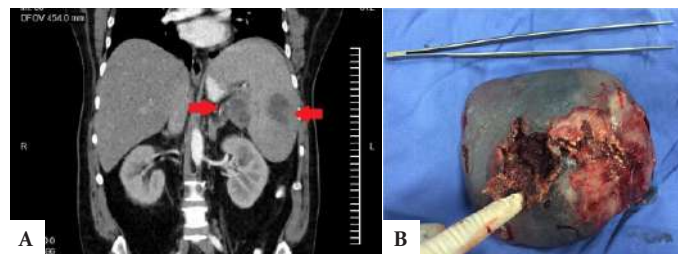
A) Tomografía de abdomen que muestra esplenomegalia e imagen hipodensa en hilio y en cara diafragmática del bazo (flechas). B) Pieza quirúrgica producto de esplenectomía donde se señala el sitio de localización del absceso de la cara diafragmática.
